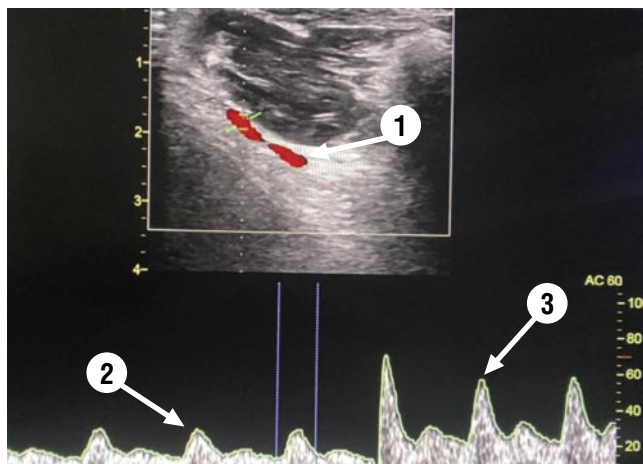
УЗИ лучевой артерии. 1 — вид ЛА при УЗИ; 2 — кривая пульсации сосудов кисти после сдавления ЛА пальцем. Формирование пиков кривой обеспечивается за счет пульсации локтевой артерии; 3 — Кривая пульсации сосудов кисти после восстановления кровотока по ЛА.
